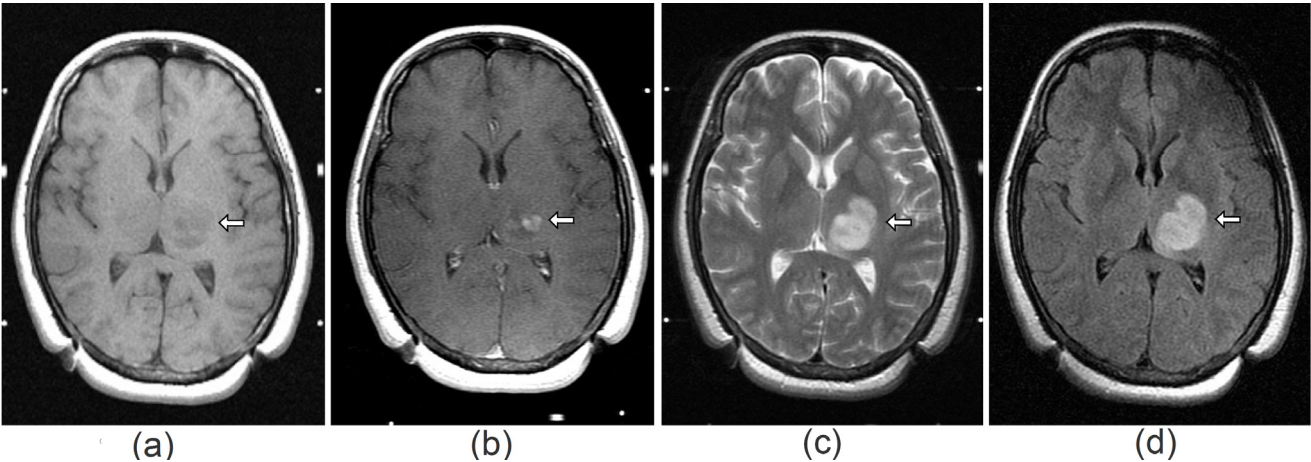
腦部磁共振造影顯示左側視丘腫瘤。(a)為 T1 weighted image，影像呈現中低訊號強度。(b)為 T1 weighted with Gadonilium image，腫瘤影像被顯影劑加強而呈中度訊號強度。(c)為 T2 weighted image，呈現高訊號強度及腫瘤周圍腦水腫。(d)為 T2 weighted FLAIR image，高訊號強度顯示更清楚。
